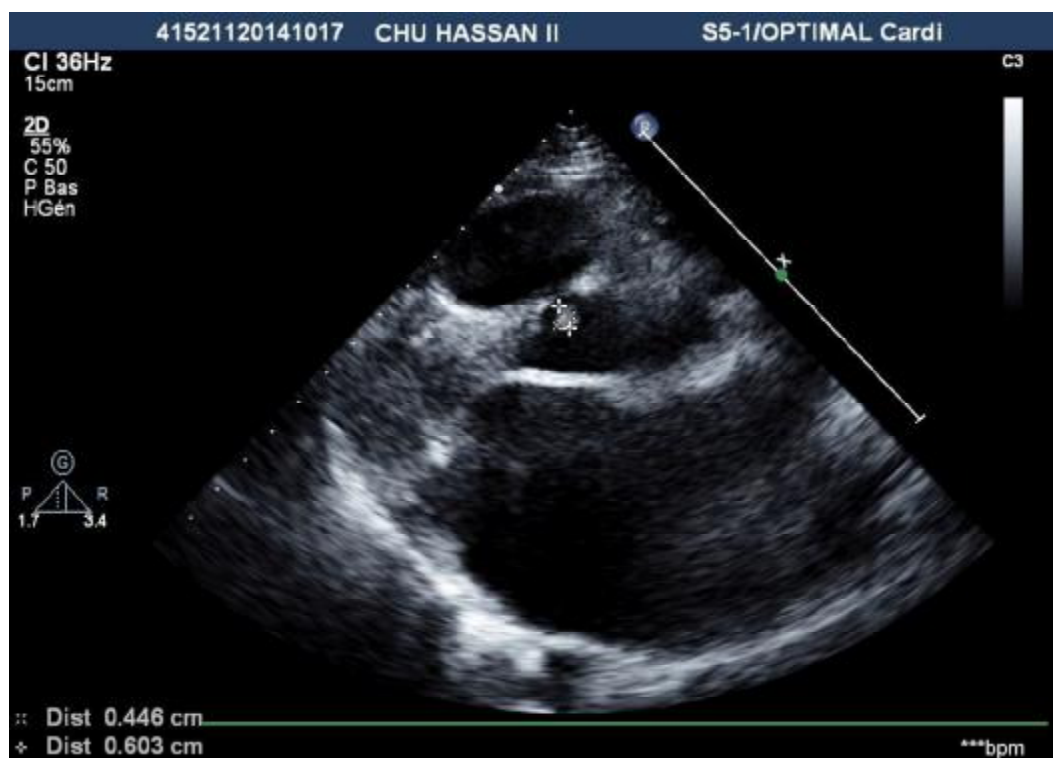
Image échocardiographique montrant un myxome de la valve aortique mimant une végétation
